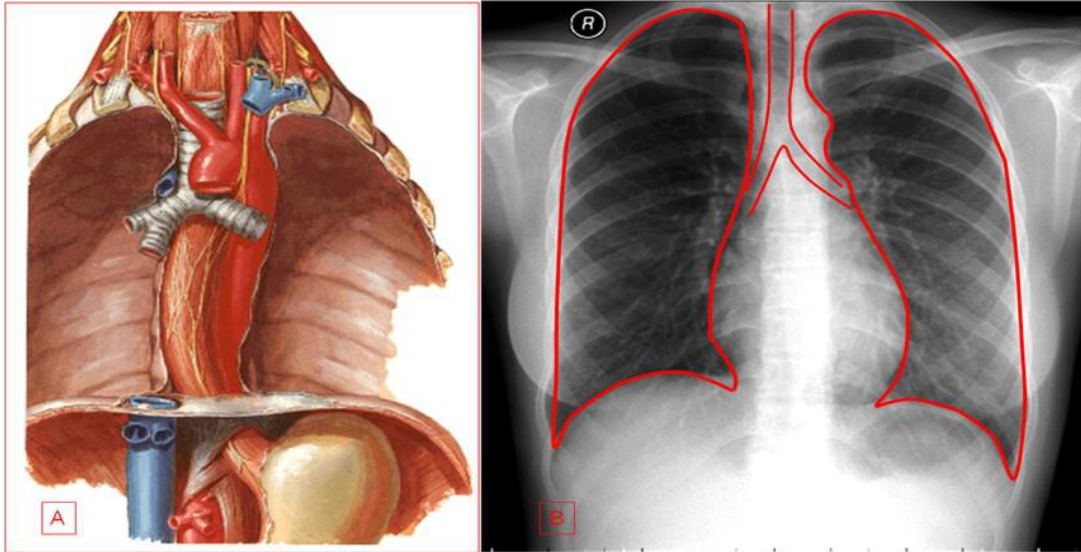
O mediastino é delimitado superiormente pela região cervical, inferiormente pelo diafragma, anteriormente pela parede torácica, posteriormente pela coluna vertebral e lateralmente pela pleura mediastinal. Estão presentes no mediastino as seguintes estruturas: coração, pericárdio, aorta e ramos, artéria pulmonar, esôfago, traqueia e brônquios principais, veia cava superior e suas tributárias, segmento proximal da veia cava inferior, linfonodos e vasos linfáticos, nervos, tecido adiposo. Nas radiografias simples (fig. 11B) são observados os contornos mediastinais em relação aos pulmões. As estruturas mediastinais, com exceção da traqueia e brônquios principais que estão preenchidos por ar, têm densidade semelhante à da água. A gordura mediastinal é vista frequentemente nos ângulos cardiofrênicos.
